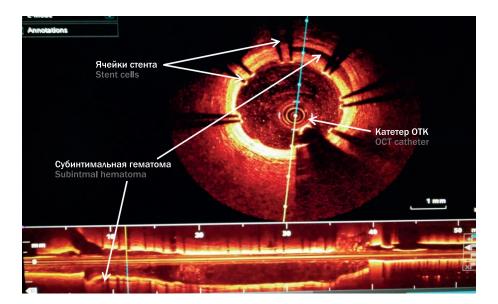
Картина оптической когерентной томографии у 40-летней пациентки со спонтанной диссекцией передней межжелудочковой коронарной артерии (собственный случай). Стрелками указана диссекция и гематома. Figure 3. Picture of optical coherence tomography in 40-year-old patient with spontaneous dissection of the anterior interventricular coronary artery (own case). Arrows indicate dissection and hematoma.
